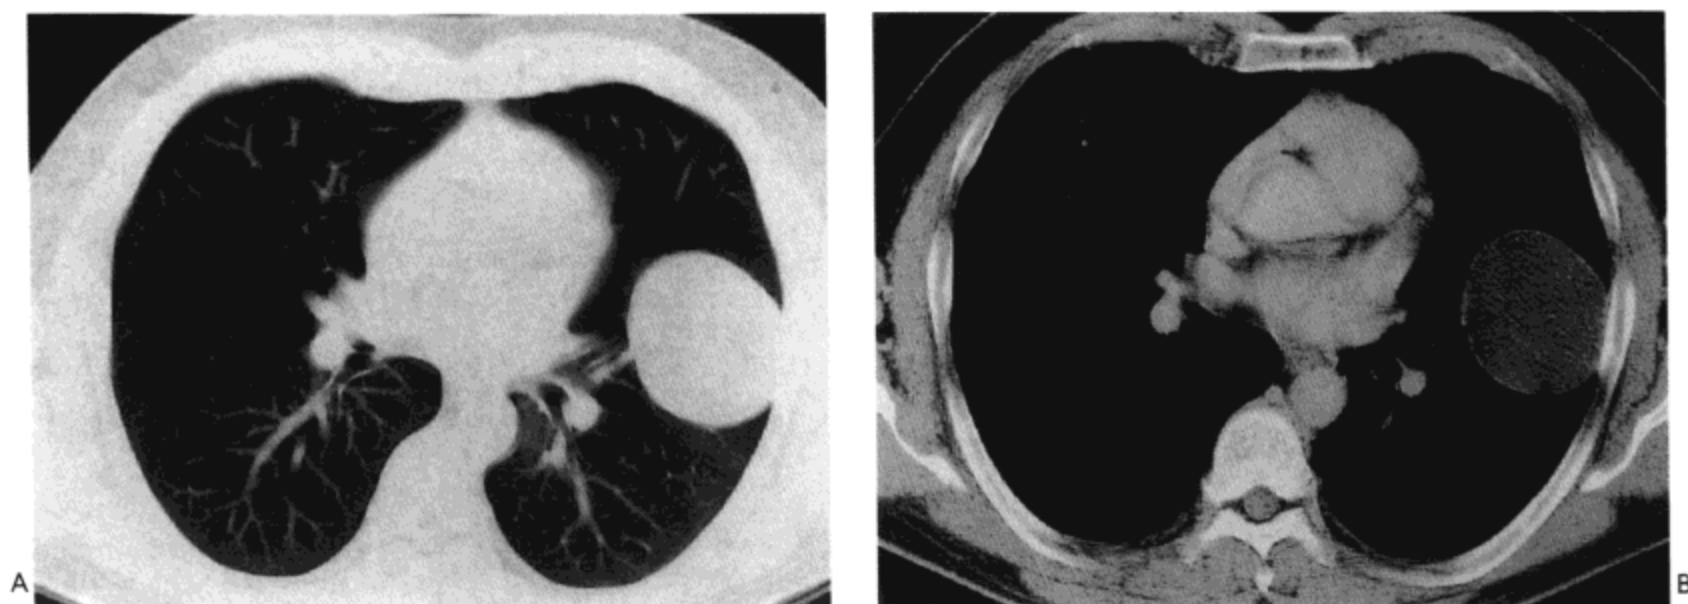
细粒棘球绦虫感染。A: CT 影像 (7mm 层厚) 示舌叶内边缘光滑的 4cm 直径肿块。B: 软组织窗示均匀水样密度, 为包囊虫的特征。病人男, 51 岁。
